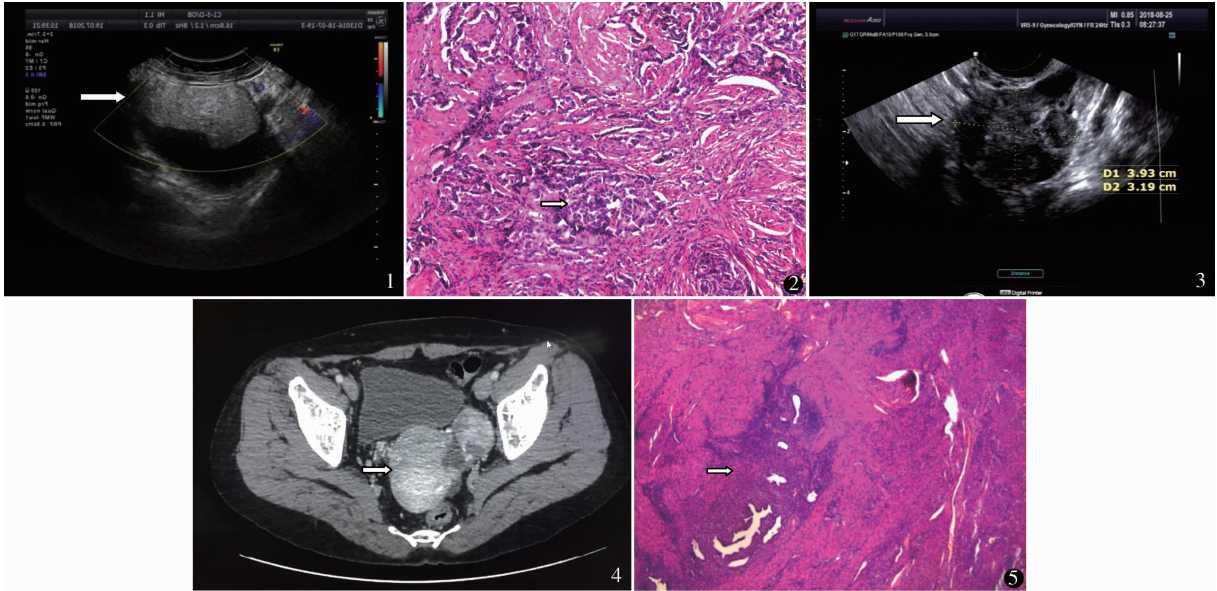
病例 1 盆腔超声: 子宫上方可见囊实性肿物, 大小约 10.8 cm × 12.6 cm × 8.4 cm, 周界欠清, 实性部分范围约 9.0 cm × 9.8 cm × 4.2 cm, 囊性部分可见密集点状回声, CDFI 未见明显血流信号 图 2 病例 1 右侧卵巢囊性畸胎瘤, 局灶符合类癌。局灶平滑肌及纤维组织增生, 其内散在腺样结构, 白色箭头为腺样结构 (HE 染色 × 100) 图 3 病例 2 盆腔超声: 左附件区可见实性肿物, 范围约 3.9 cm × 4.0 cm × 3.2 cm, 边界清 图 4 病例 2 盆腔 CT: 左侧附件区软组织肿块, 性索间质来源颗粒细胞瘤? 图 5 病例 2 左侧卵巢类癌, 可见甲状腺及黏液腺体成份, 白色箭头为黏液腺体 (HE 染色 × 40)
